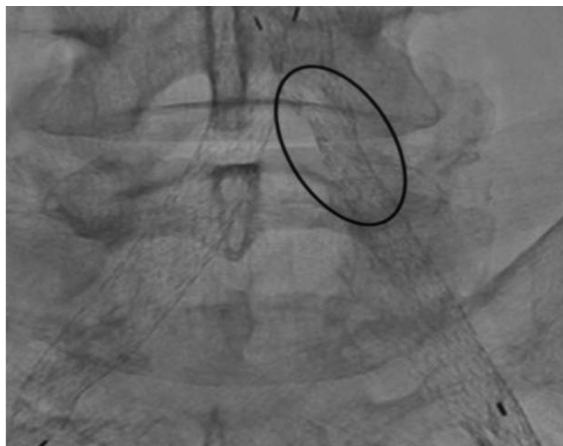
Контрольная рентгенограмма через 2 дня. Остаточный стеноз в левой ОПА
